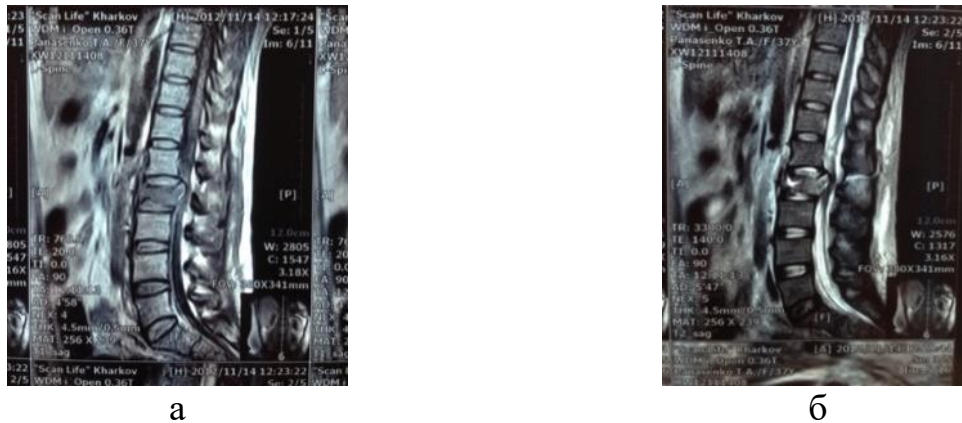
МРТ-зображення, виконані в «Т1-ВИ» (а) та «Т2-ВИ» (б) режимах: а) крововилив «++» помірних розмірів із переходом через 2 диски на два суміжних хребця; б) розрив зв'язок заднього опорного комплексу
